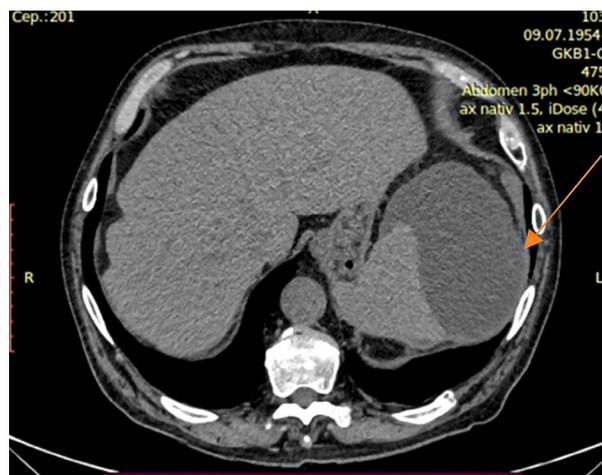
Пациент А., 67 л. Компьютерная томограмма органов брюшной полости без контрастирования. Аксиальная плоскость. Увеличение размеров селезенки за счет гиподенсного образования с нечеткими контурами.
